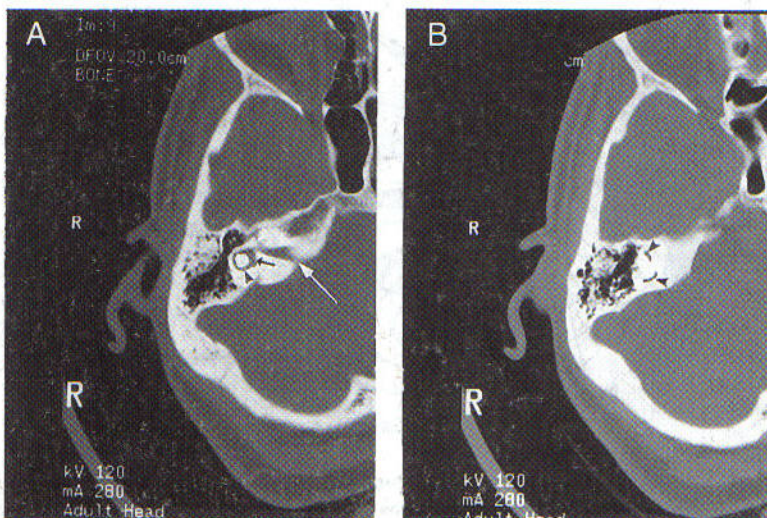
Tomografía computarizada (TC) del hueso temporal humano. Pueden verse los conductos semicirculares horizontal (A, punta de flecha), anterior y posterior (B, punta de flecha), el utrículo (A, flecha pequeña) y el conducto auditivo interno (A, flecha grande).
